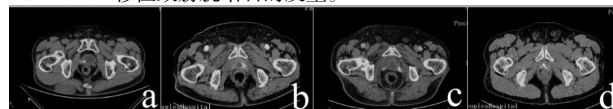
4 例前列腺癌术后 Hem-o-lok 移位致膀胱结石 CT 表现
